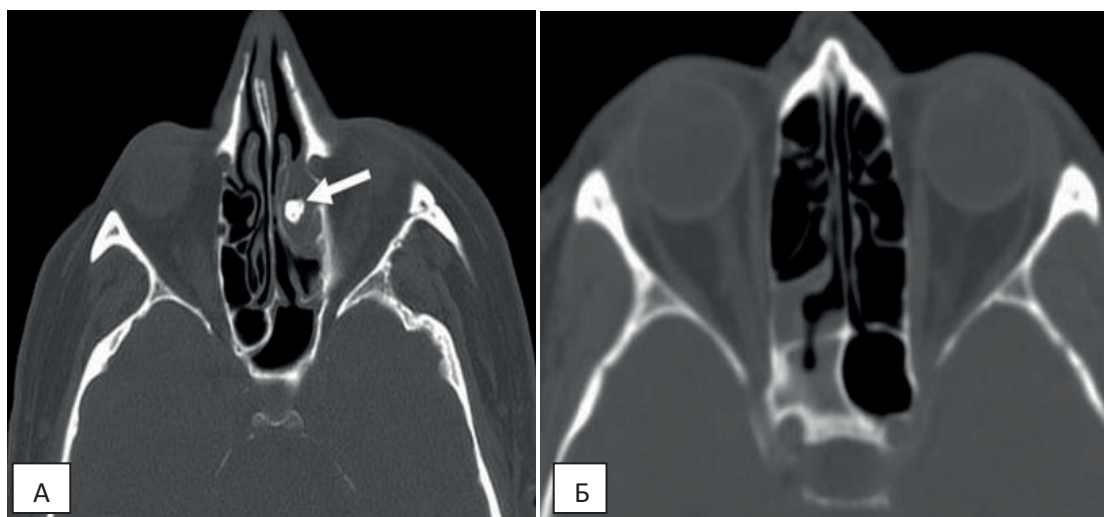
КТ околоносовых пазух. А. Грибковое тело в проекции большого решетчатого пузырька слева (указано стрелками). Б. Сохраняется воздушное сообщение полости носа с totally заполненной клиновидной пазухой.
